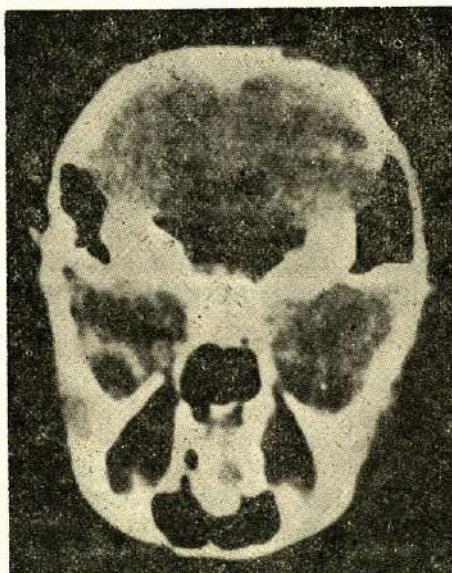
Preoperatif normal kranium grafisi.
